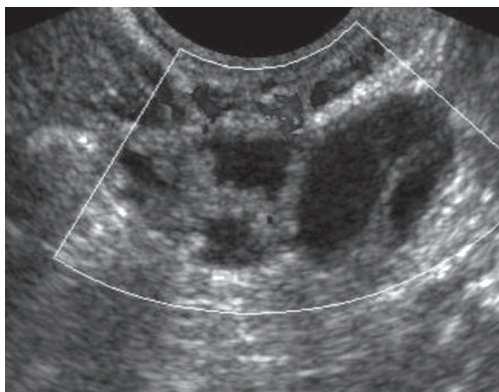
ТВУЗИ в режиме ЭК. Гидросальпинкс. Трубчатые анэхогенные структуры.
